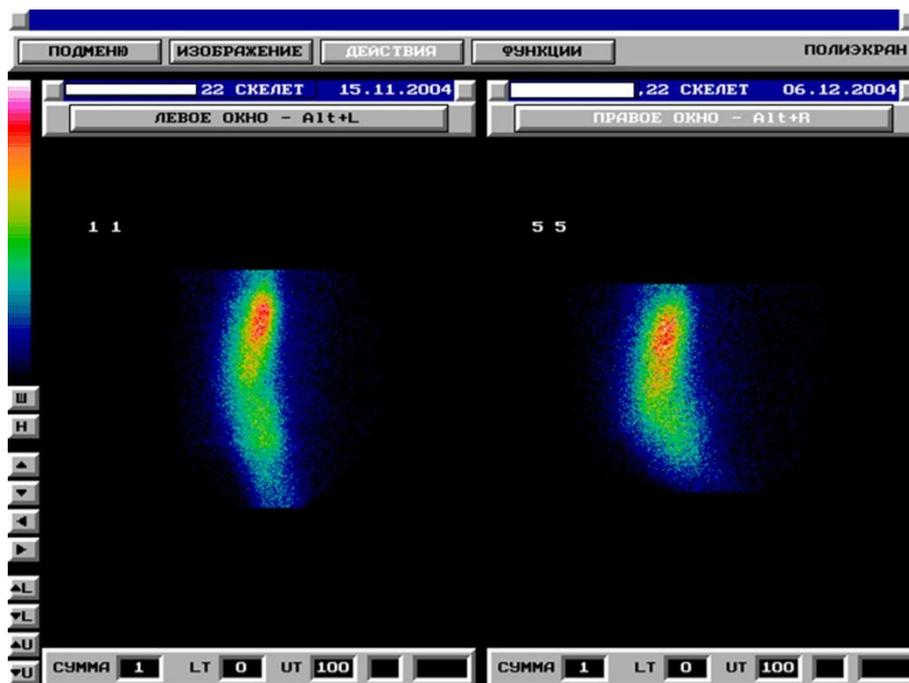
Остеосцинтиграммы пациента С. до (слева) и после (справа) курса гравитационной терапии. Фаза накопления РФП. Выявляются признаки некоторого усиления накопления остеотропного индикатора в зоне дефекта и, следовательно, увеличения метаболической активности костной ткани
